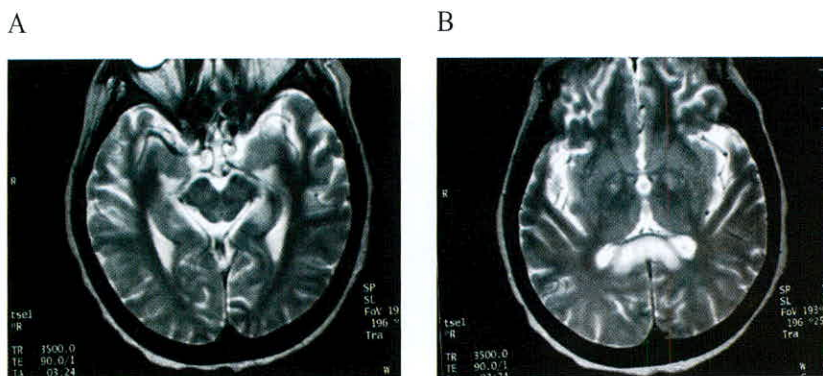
Follow-up T2-weighted images (2weeks after the initial MR imaging).
